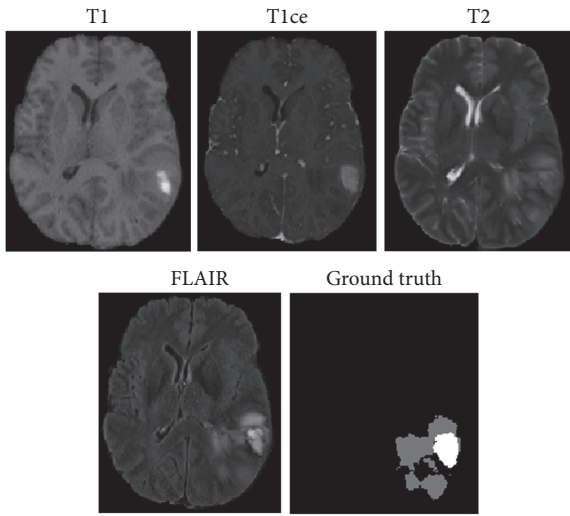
某位患者的4种模态MRI图像与医生标注脑肿瘤图像实例
